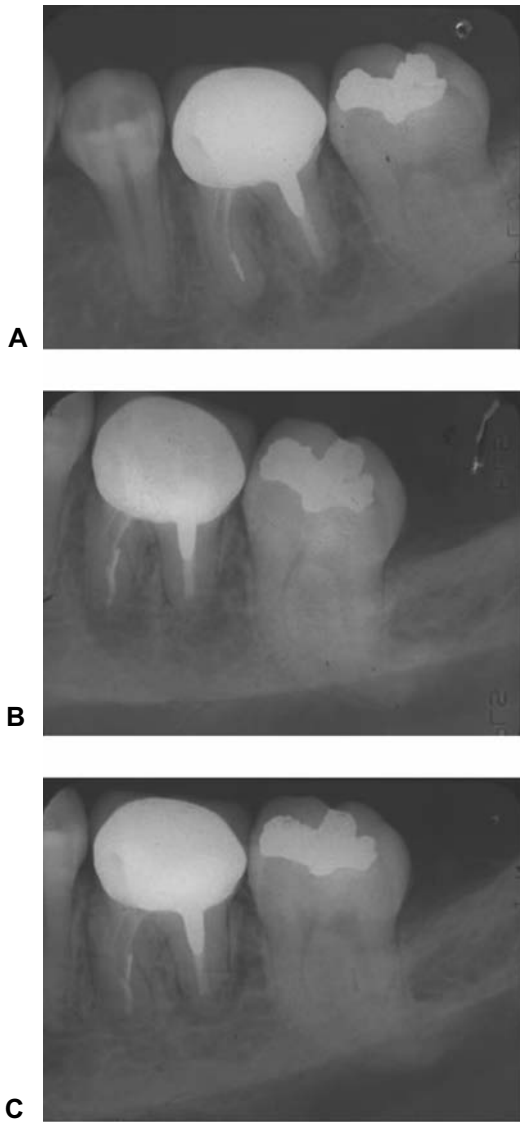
Pieza con tratamiento de endodoncia restaurada con poste y corona. (A) Radiografía inicial mostrando fractura de una lima en apical del conducto mesial. (B) Colocación de obturación retrógrada con MTA en la raíz mesial. (C) Reparación ósea después de 18 meses.
